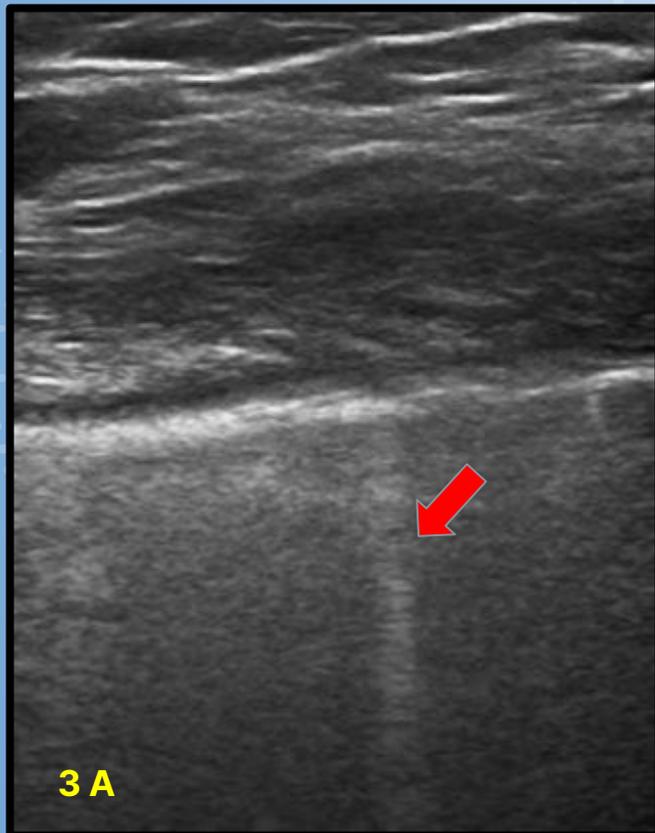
A y B : Ecografías de diferentes pacientes que evidencian líneas B normales (Flechas rojas)
